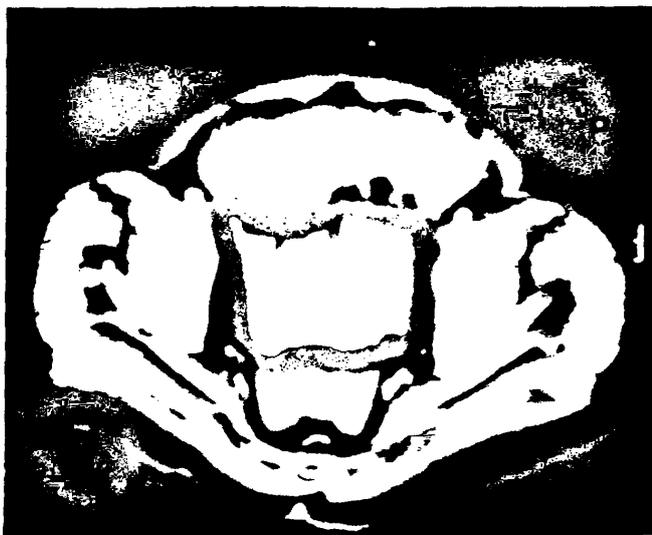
CT scan μετά 6 κύκλους χημειοθεραπείας
